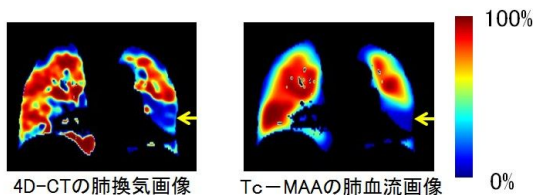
4D-CT の肺機能画像と Tc-MAA の肺血流画像の比較
